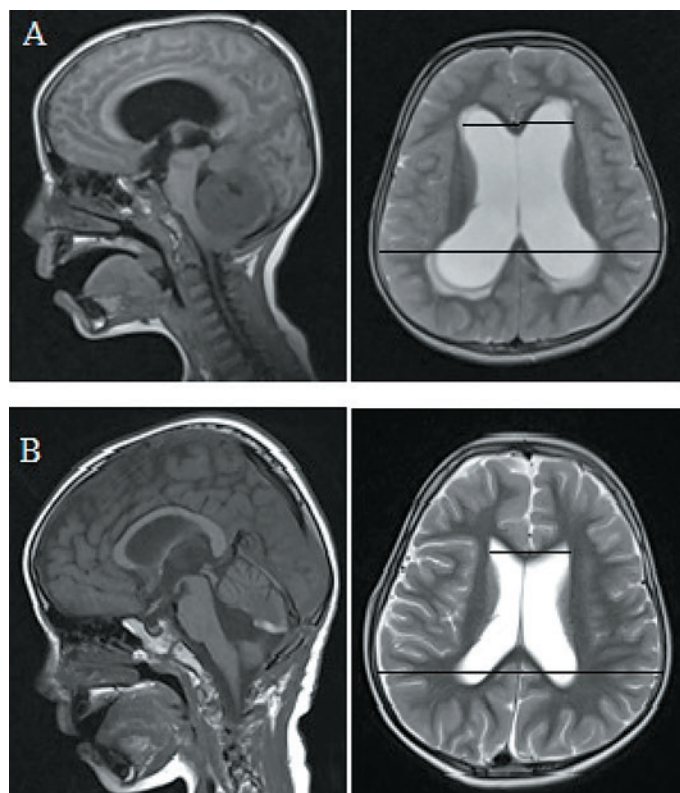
Оценка динамики гидроцефалии до и после удаления опухоли ЗЧЯ по данным МРТ. А — до удаления опухоли, В — после удаления опухоли
